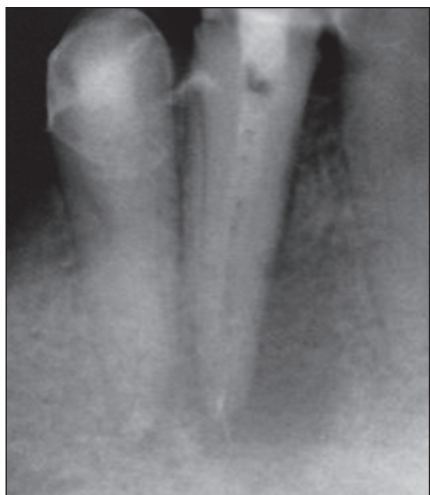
Рентгенограмма 4.3 и 4.4 после распломбировки каналов и заполнения их пастой Calasept. В апикальной части канала видны следы старой корневой пломбы. Фрагмент гуттаперчевого штифта за пределами корневого канала
